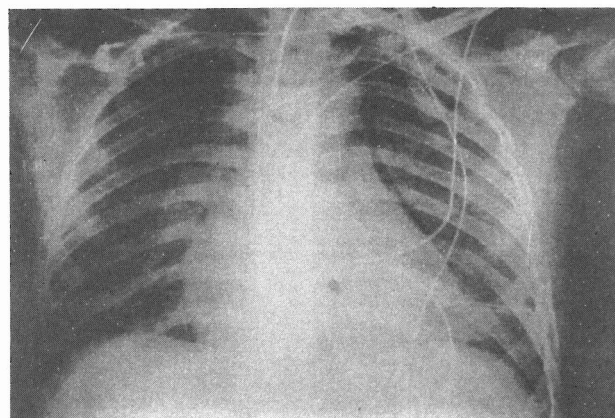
Teleradiografia anteroposterior do tórax revelando pneumomediastino.
